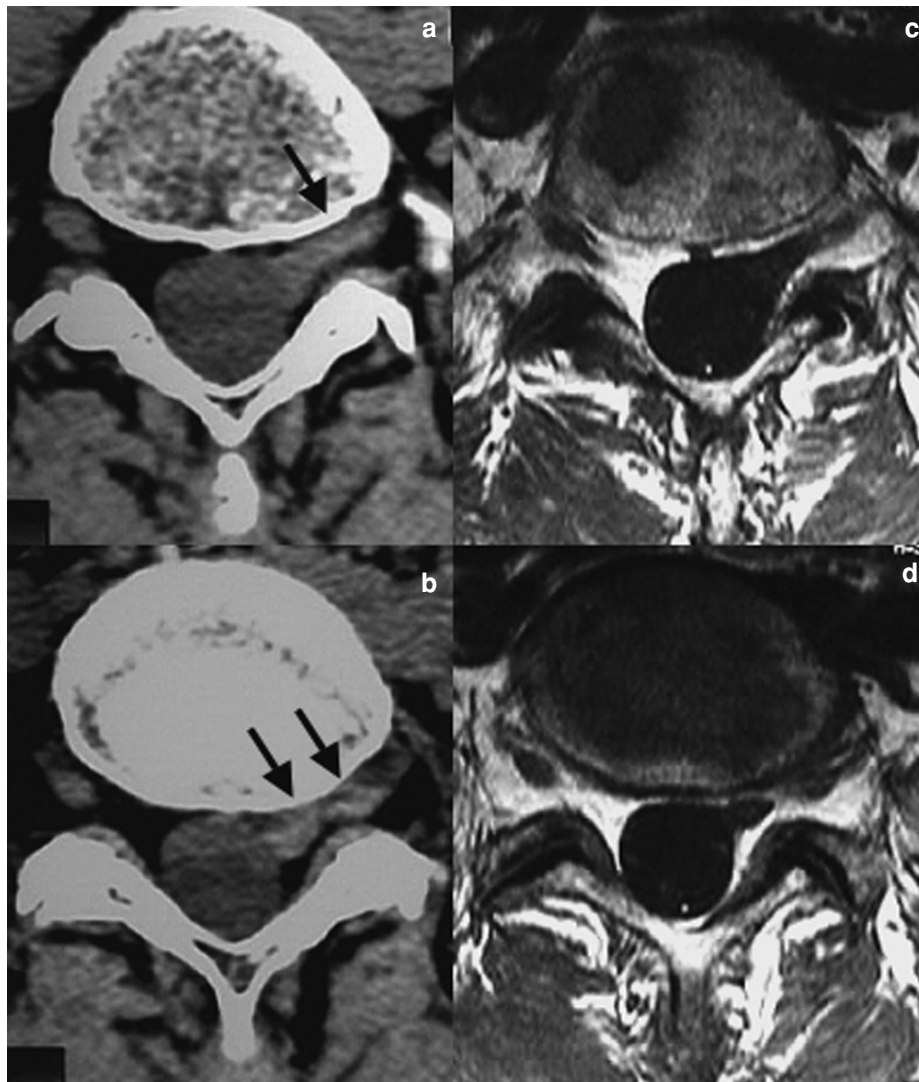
a-d : Gaine radiculaire commune L5 et S1 gauche. Les coupes scanographiques (a, b) notent un comblement du foramen L5-S1 gauche (flèches), qui peut simuler une hernie discale foraminale ascendante, d'autant plus que les densités sont légèrement supérieures à celles du fourreau dural. L'IRM en coupes axiales en T1 (c, d) démontre une gaine radiculaire anormale, qui se divise en deux gaines contenant les racines L5 et S1 gauches.
